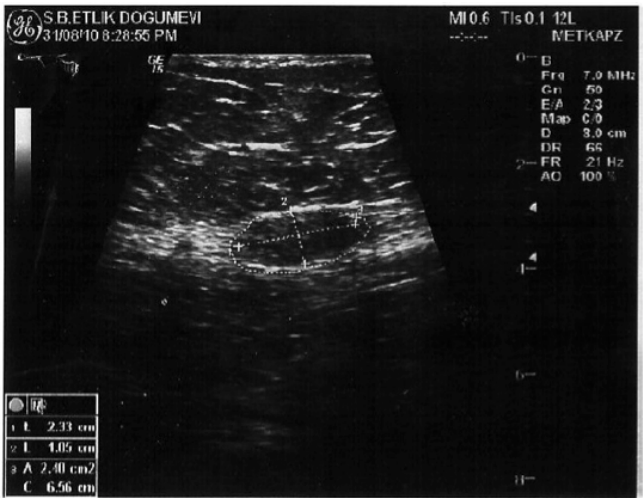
Ultrasound of soft tissues of the abdominal wall shows a heterogenous hypoechoogenic mass.
